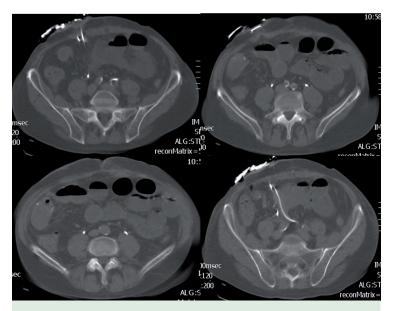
TC abdominopélvica con contraste intravenoso donde se objetiva una obstrucción mecánica con posible origen a nivel de la fosa ilíaca derecha, donde se realizó una anastomosis latero-lateral para la reconstrucción del tránsito intestinal.
